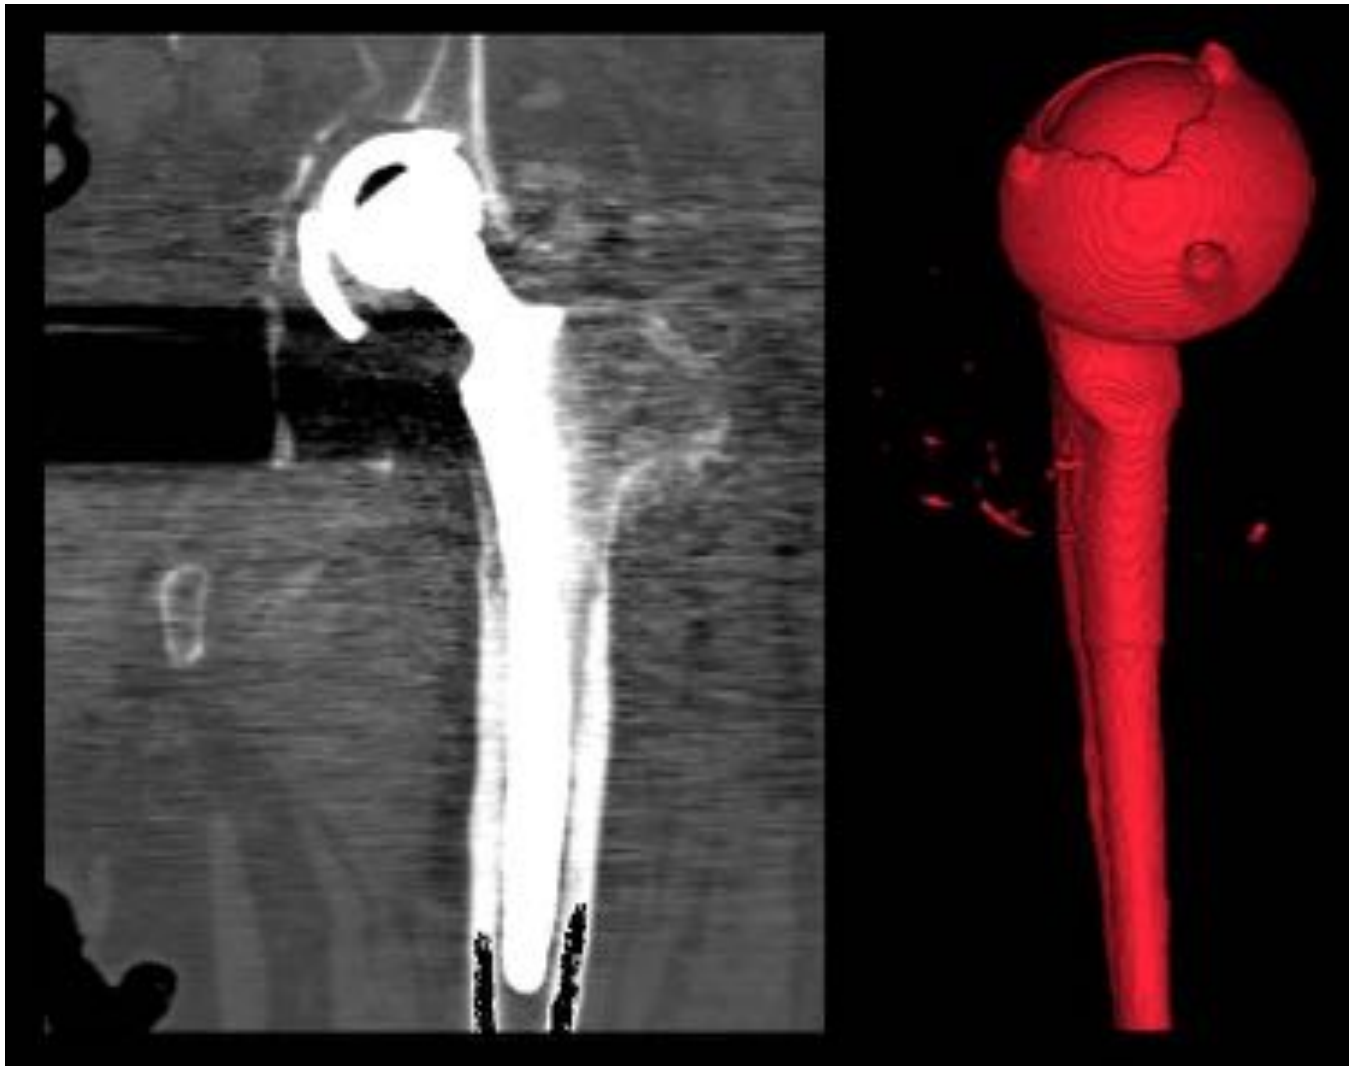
TC coronal y reconstrucción VR que muestran una rotura del techo del componente acetabular con impactación de la cabeza y fragmentos metálicos
